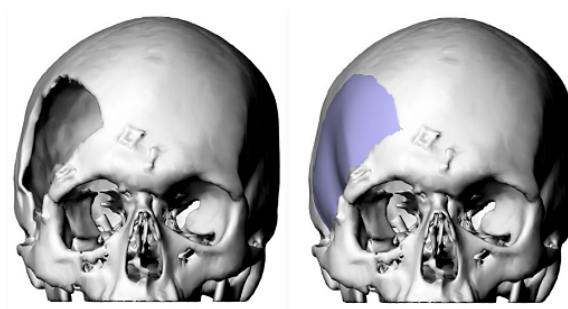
A) Model získaný z CT B) Model vytvořený pomocí metody konečných prvků [23]
